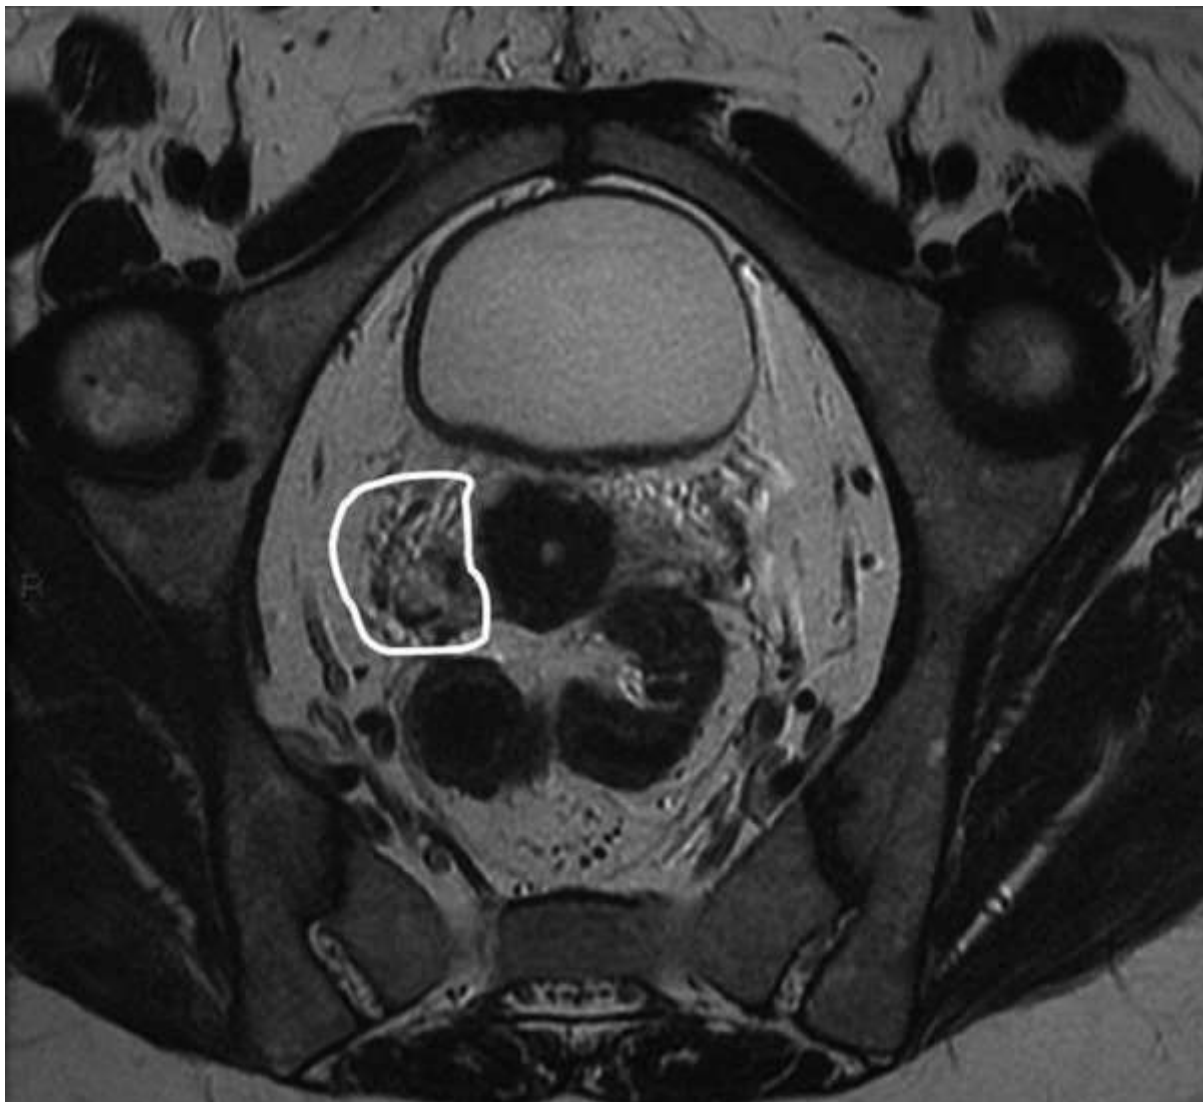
Anatomie pelvienne : visualisation des paramètres correspondant au tissu cellulograisieux péri cervical. IRM, séquence pondérée en T2 coupes axiales fines, perpendiculaires au col utérin
